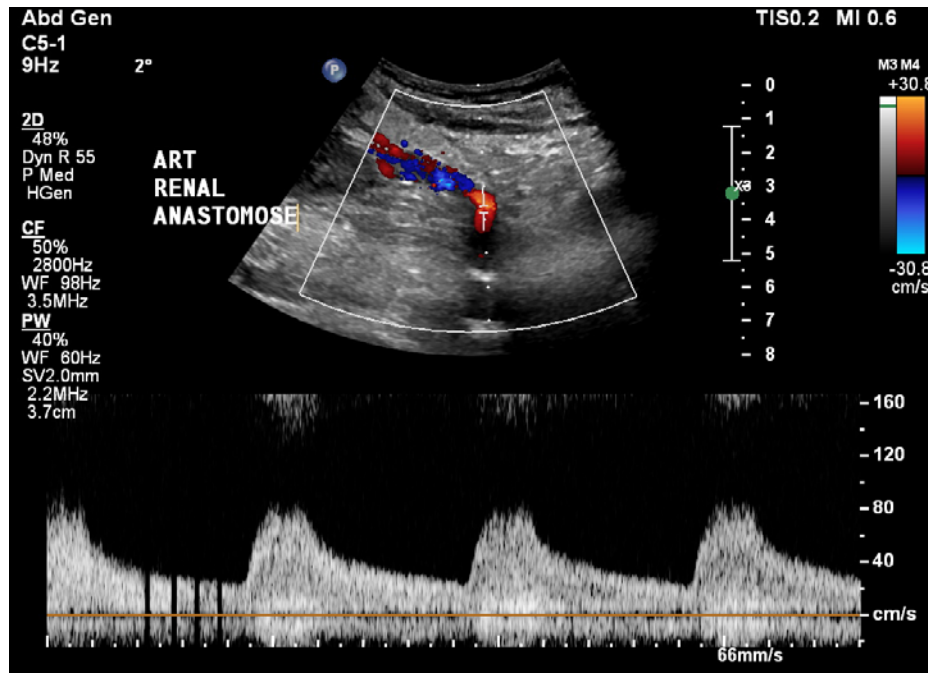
Doppler espectral, da anastomose da artéria renal
